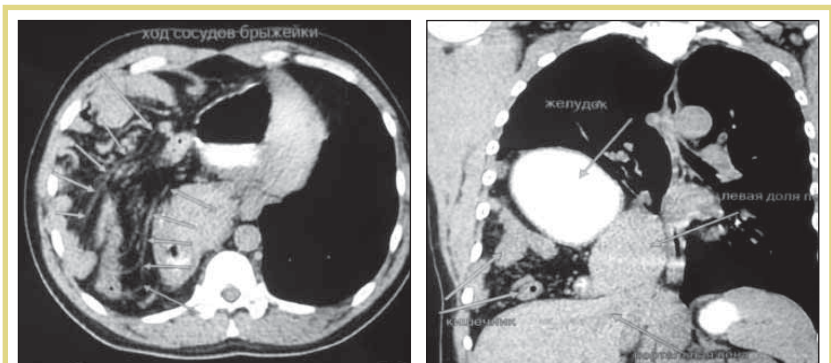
МСКТ пациента В. с последствиями сочетанной автодорожной травмы
